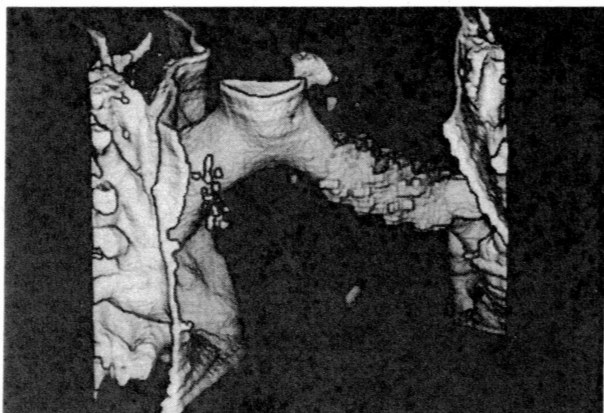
ステント挿入2カ月目の3次元CT画像。気管分岐部を前方から見た図。
